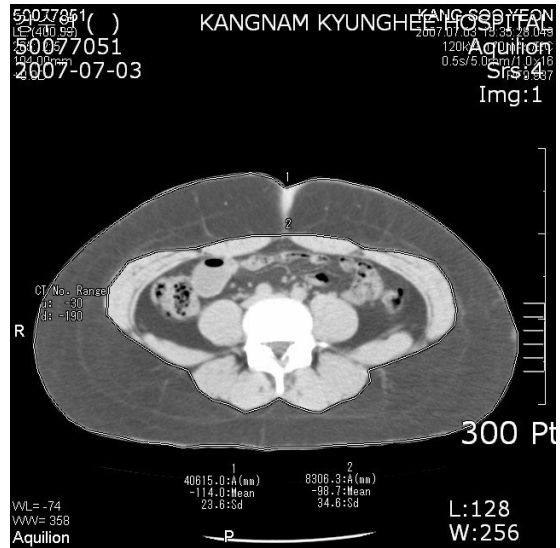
The CT Image of Abdominal and Visceral Fat at 2007.07.03
